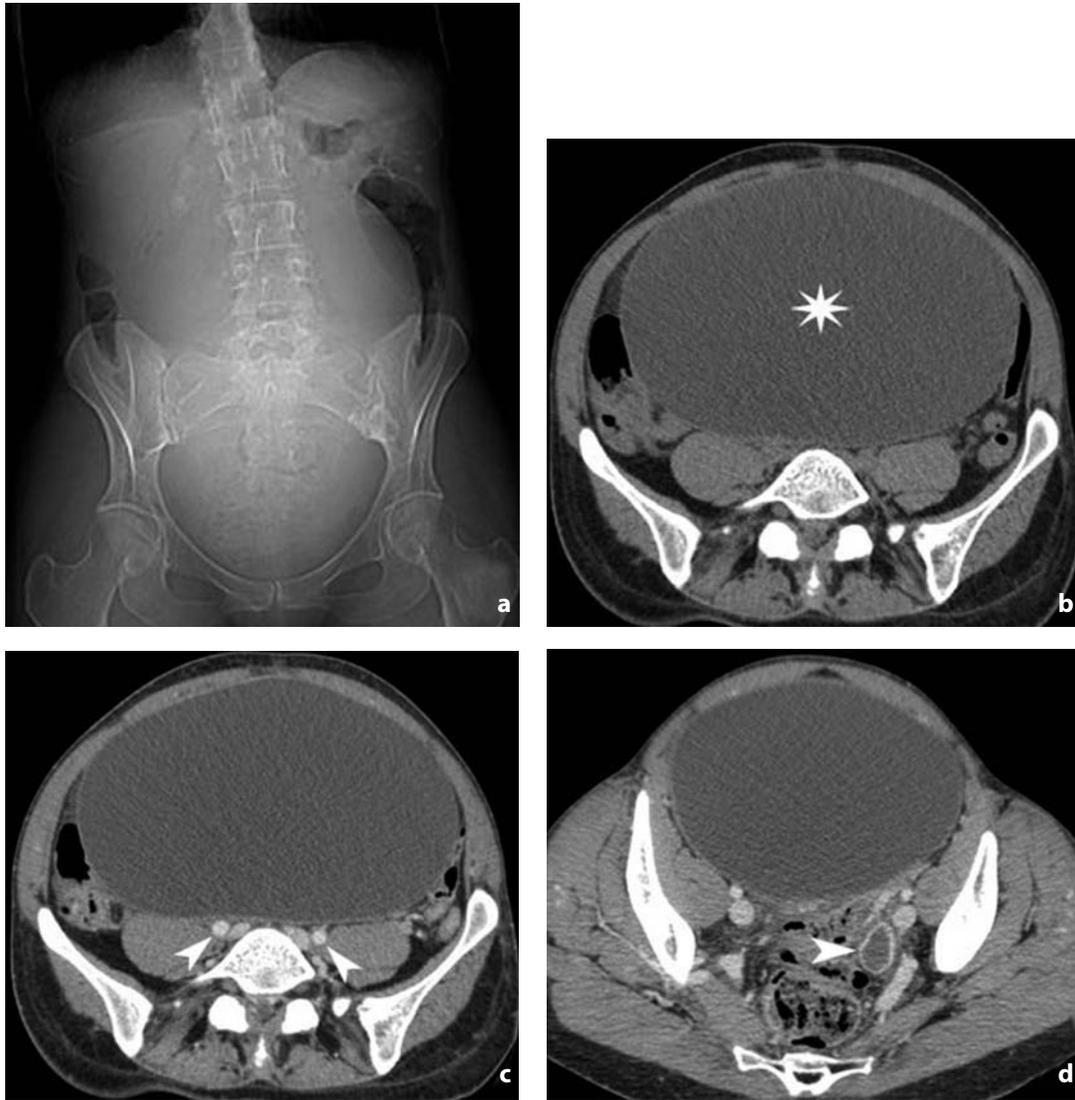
Radiologia convenzionale e tomografia computerizzata. Cistoadenoma sieroso destro e cisti del corpo luteo sinistra. a Nel radiogramma dell'addome in proiezione antero-posteriore si osserva scarsa rappresentazione delle anse intestinali con maggior radioopacità dei quadranti addominali centrali ed impronta e dislocazione laterale dei tratti visibili dell'intestino crasso. b La TC senza mdc documenta voluminosa lesione espansiva addomino-pelvica (asterisco), ovalare, a margini regolari e netti, pareti sottili, contenuto a densità fluida, che impronta e disloca le adiacenti strutture. c Dopo mdc non si rilevano aree di anomalo enhancement, noduli o setti e meglio si evidenziano i rapporti con i vasi iliaci (punte di freccia). d In una scansione più caudale della medesima neoforazione si riconosce l'ovaio sinistro, nel cui contesto si rileva una lesione ovalare (punta di freccia) a contenuto fluido e con pareti che mostrano intensa impregnazione contrastografica: cisti del corpo luteo
